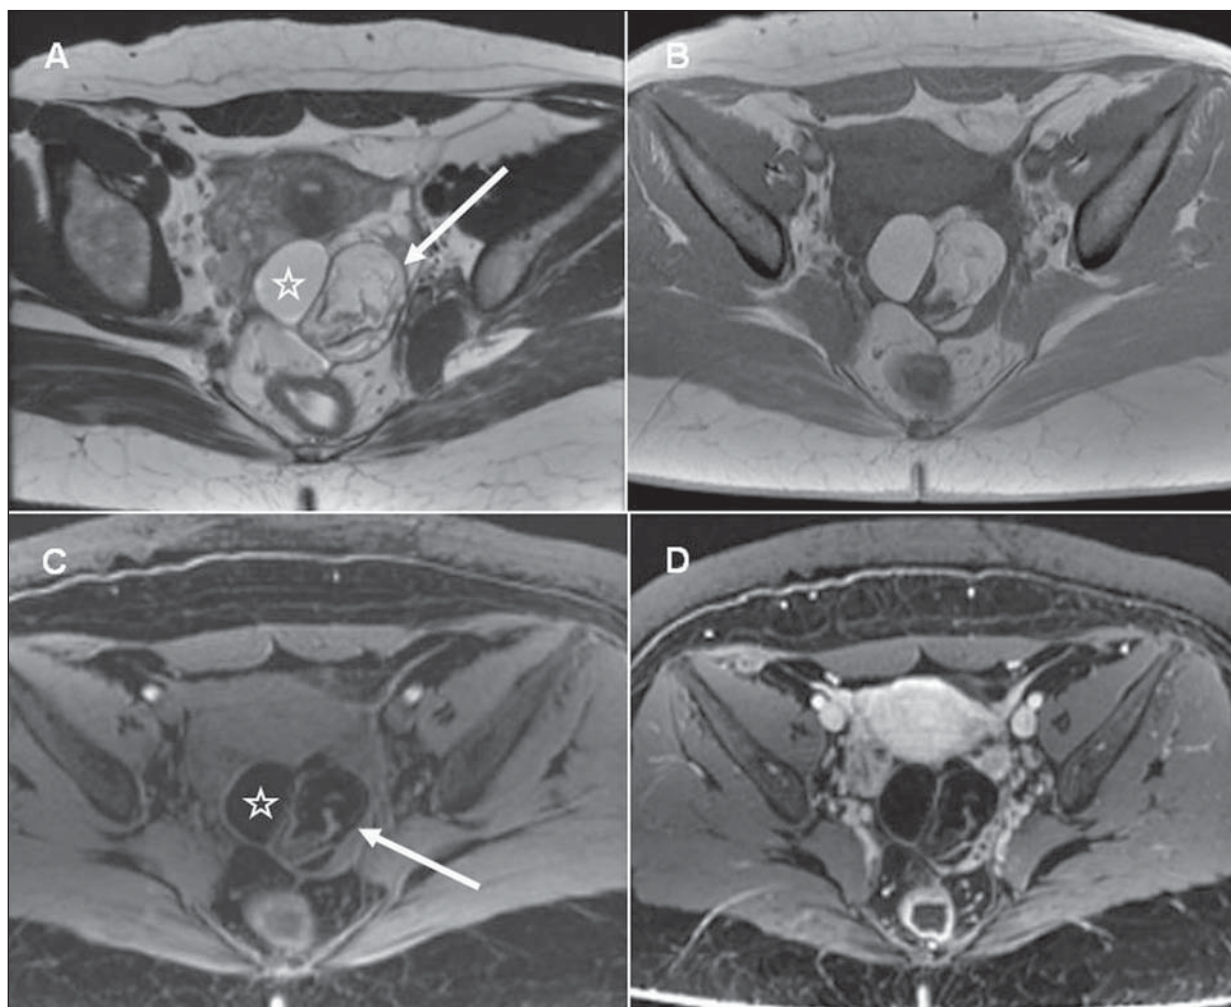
Torção de ovário ocasionada por teratoma maduro. RM da pelve. O ovário esquerdo se encontra na região retrouterina. Nota-se massa com características adiposas, pela presença de focos de hipersinal em T2 (A) e em T1 (B), com queda de sinal nas aquisições com saturação de gordura (C), compatível com teratoma maduro (estrelas e setas em A e C). (A: plano axial T2; B: plano axial T1; C: plano axial T1 com saturação de gordura; D: plano axial T1 com saturação de gordura e após a administração do meio de contraste).
